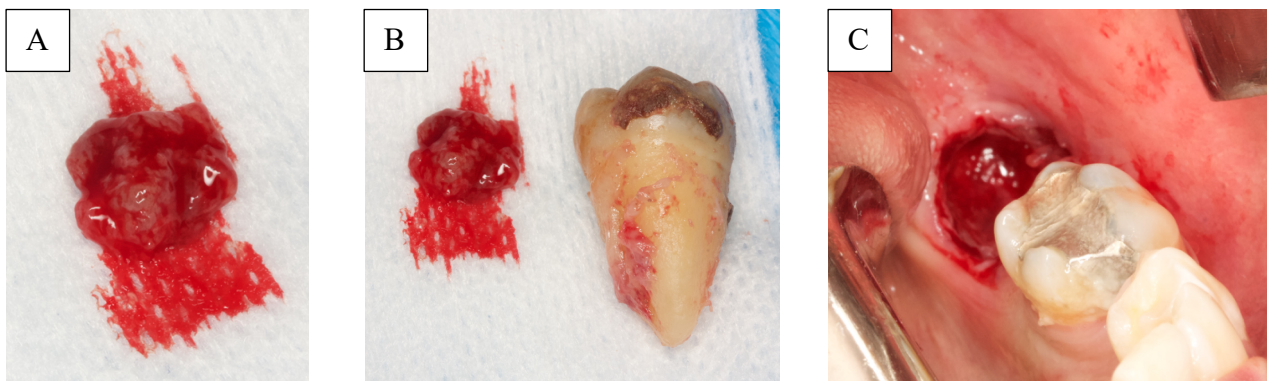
A) Remoção do processo periapical. B) Dente 38 e relativo processo periapical. C) Alvéolo após remoção da peça dentária e do tecido de granulação.
